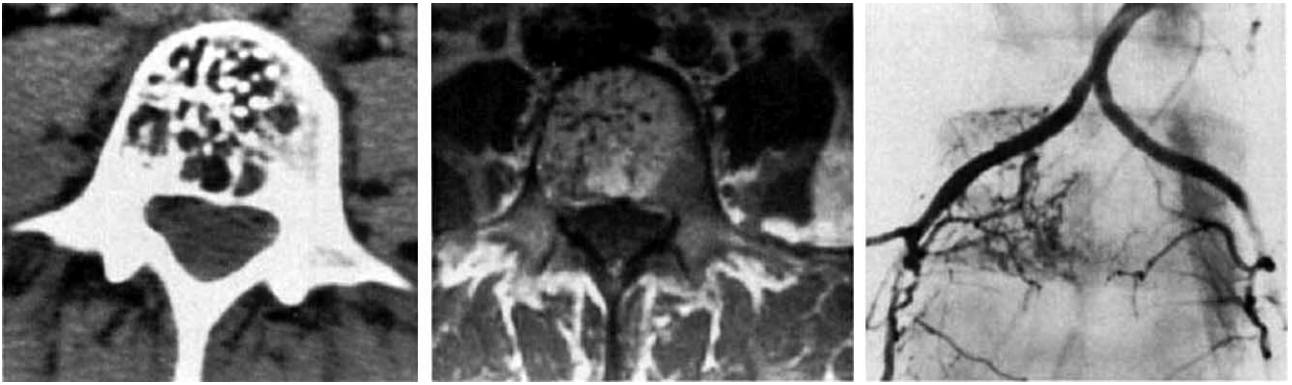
Асимптоматическая гемангиома тела L4 позвонка: слева – компьютерная томография в аксиальной проекции; в центре – магнитно-резонансная томография: хорошо видна зона высокоинтенсивного сигнала, обусловленная высоким содержанием жира в стромальной части образования; справа – при селективной артериографии определяется несколько ангиоматозных узлов в теле позвонка.
